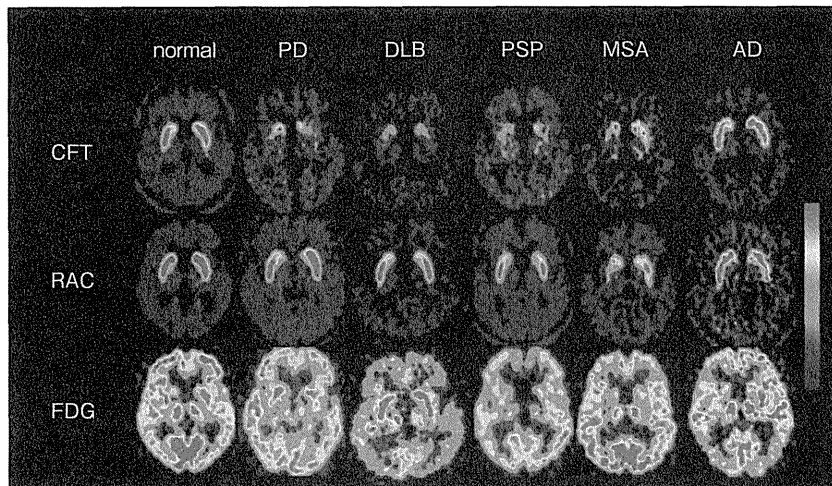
種々の変性疾患におけるドパミン PET と FDG-PET 所見
